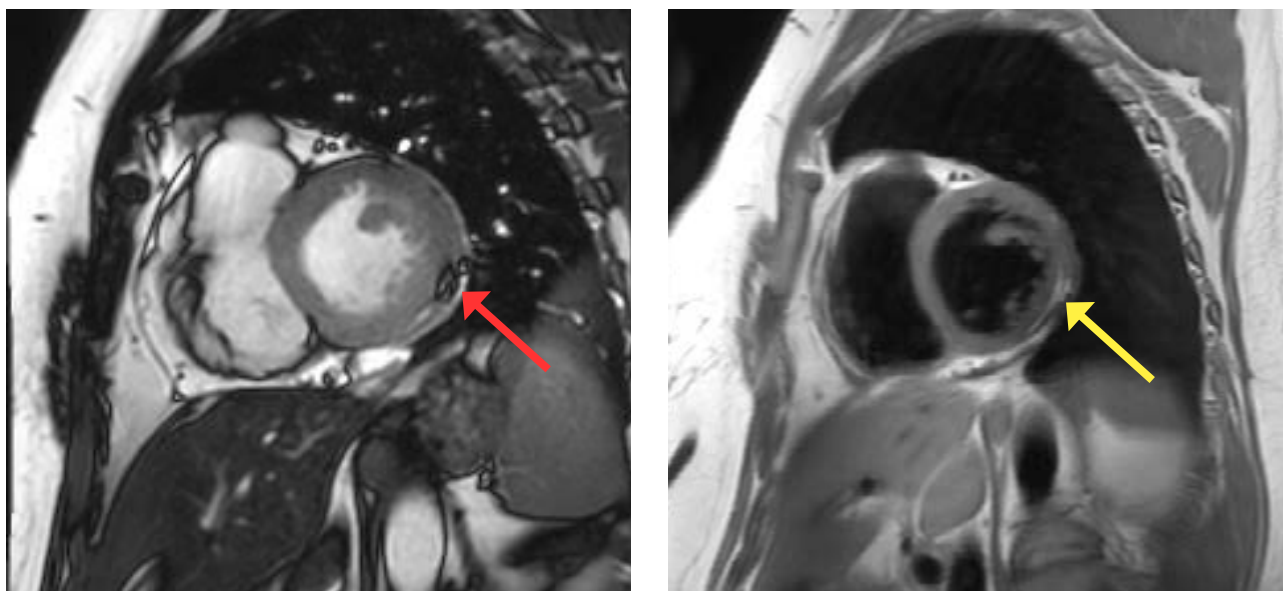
Cardiomiopatia Aritmogena ad interessamento biventricolare. Immagini RM. Si noti nelle immagini "cine" l'artefatto denominato *India ink*, tipico della metaplasia adiposa, in questo caso presente a livello biventricolare (freccie rosse). Conferma della presenza di grasso nelle sequenze "fat sat", dove la metaplasia adiposa appare iperintensa (freccia gialla). Presenza di diffuse aree di LGE a livello della parete infero-posteriore (freccie verdi).
